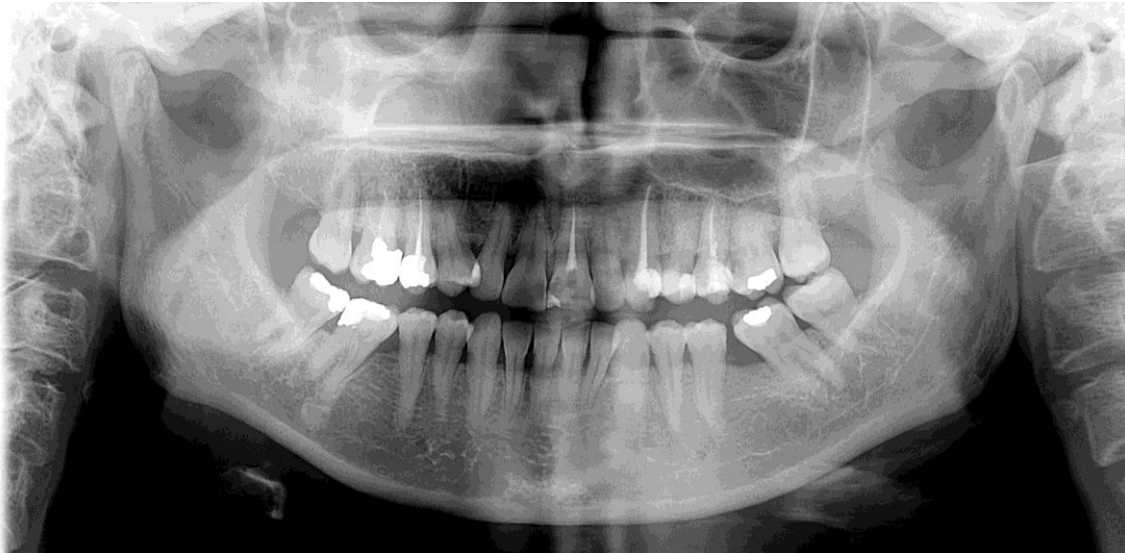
Ortopantomografia (27-10-2011)
